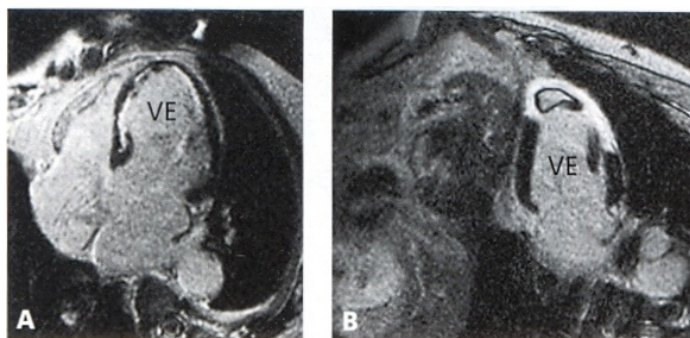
Exemplo de exame de ressonância magnética.
